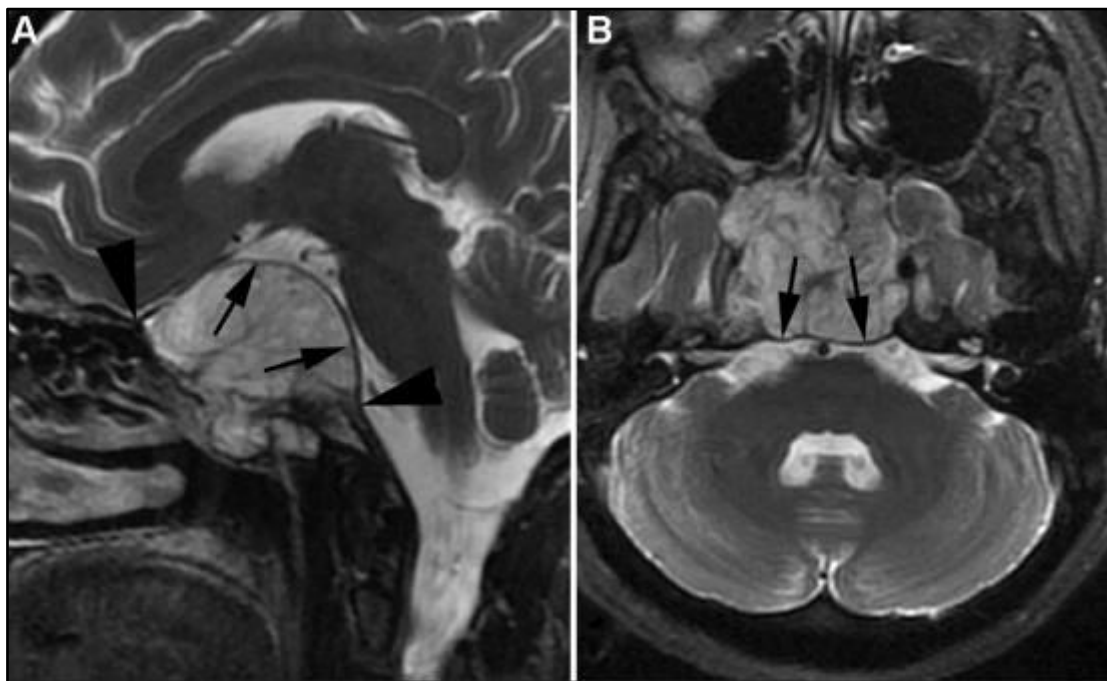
Chordome du clivus. IRM en coupe sagittale T2 (A), et axiale (T2) (B), avec envahissement du sphénoïde, de la selle turcique et de la citerne opto-chiasmatique. La dure-mère est refoulée mais non rompue (flèches). *George et al. 2013*
